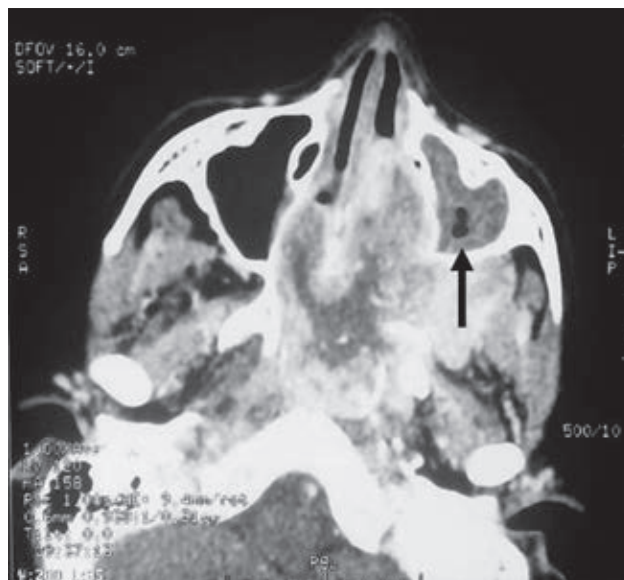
Tomografía de senos paranasales en corte axial: bordes irregulares de lesiones tumorales que involucran la fosa nasal izquierda y se extienden a nasofaringe y fosa nasal derecha, y los senos esfenoides izquierdo y derecho causan el *ostium* del seno maxilar izquierdo.
